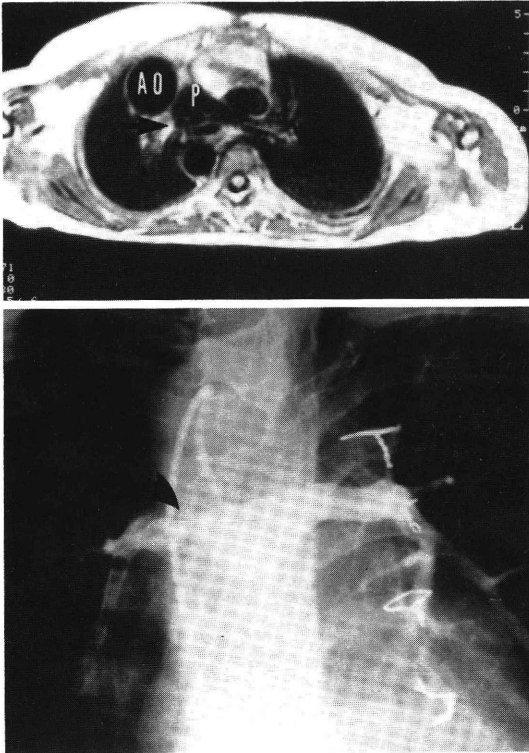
8歳、右肺動脈狭窄を伴う修正大血管転換、右胸心の肺動脈所見。上段はMRIの横断像 (TR/TE=571/30, slice厚7mm), 下段はシャント造影の右前斜位像, MRIで狭窄部位が明瞭に描出されている。AO: 上行大動脈, P: 肺動脈, 矢印は狭窄部位を示す。
